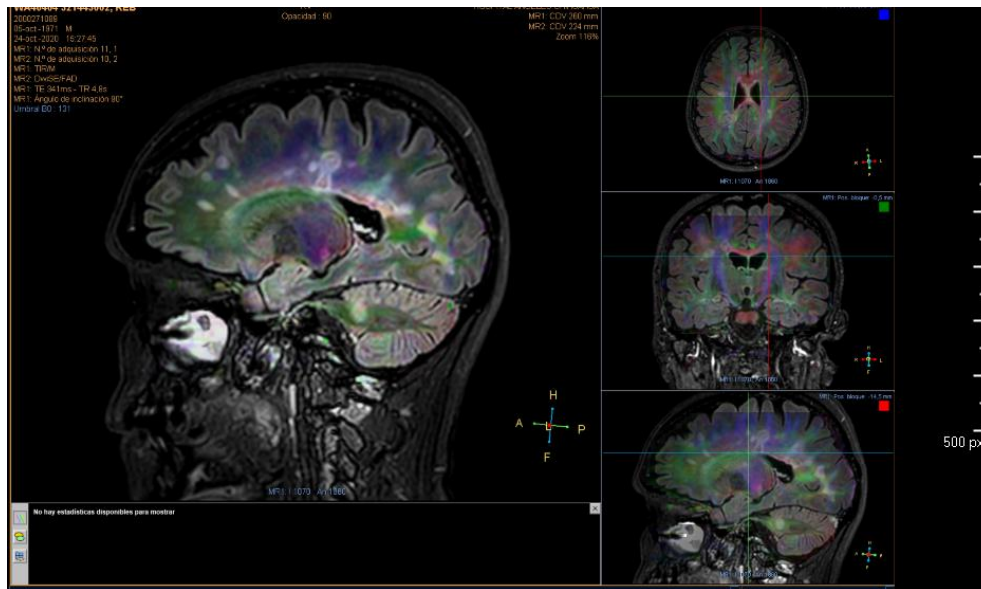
Imagen de resonancia magnética en secuencias fusionadas de FLAIR y DTI en corte sagital a nivel del cuerpo calloso, con la presencia de lesiones hiperintensas digitiformes en el surco caudotalámico y sustancia blanca periventricular
